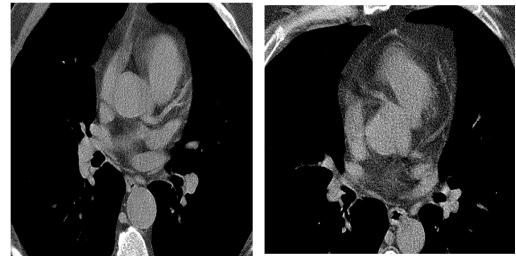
СКТ на уровне передней нисходящей артерии и отхождения первой диагональной артерии. Артерии хорошо визуализируются на фоне жировой клетчатки.
